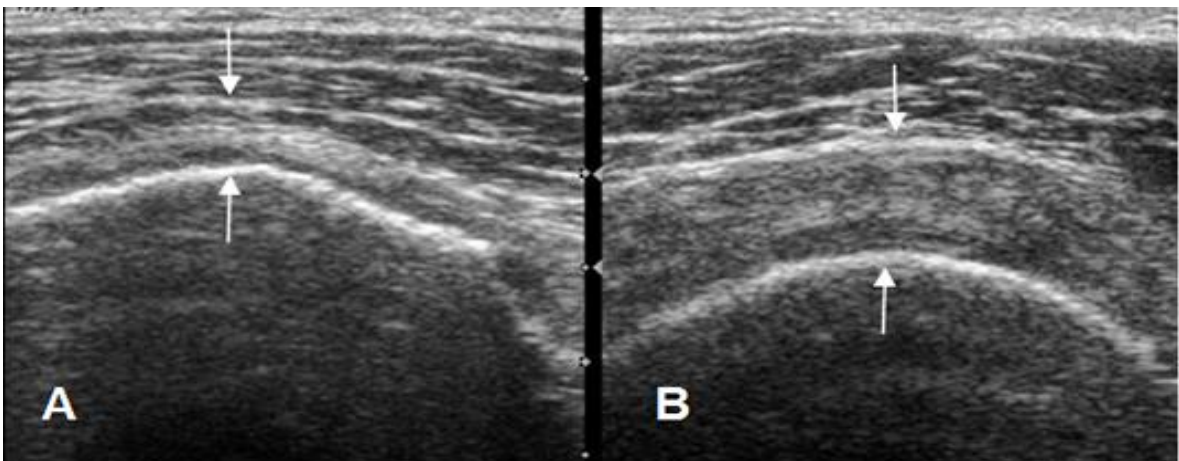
Ruptura parcial del supraespinoso. Ecografía coronal. Adelgazamiento del tendón supraespinoso en A, por ruptura parcial. Tendón normal, en el lado contralateral, foto B.
